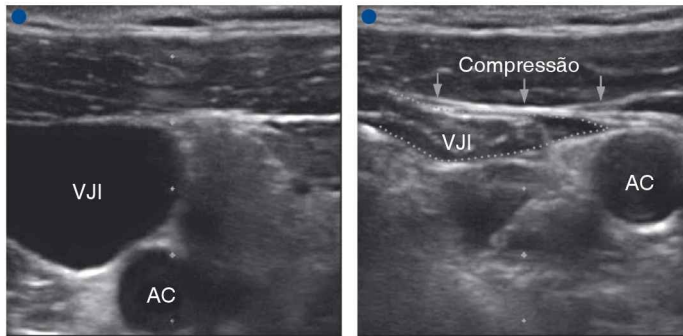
Imagens de ultrassonografia (incidência transversal) da veia jugular interna (VJI) e da artéria carótida (AC) do autor no lado direito do pescoço. A imagem à direita mostra o colapso da veia quando é aplicada uma pressão para baixo sobre a pele sobrejacente. Os pontos azuis marcam as laterais de cada imagem. As imagens são cortesia de Cynthia Sullivan, R.N. e ShawnNewvine, R.N.
